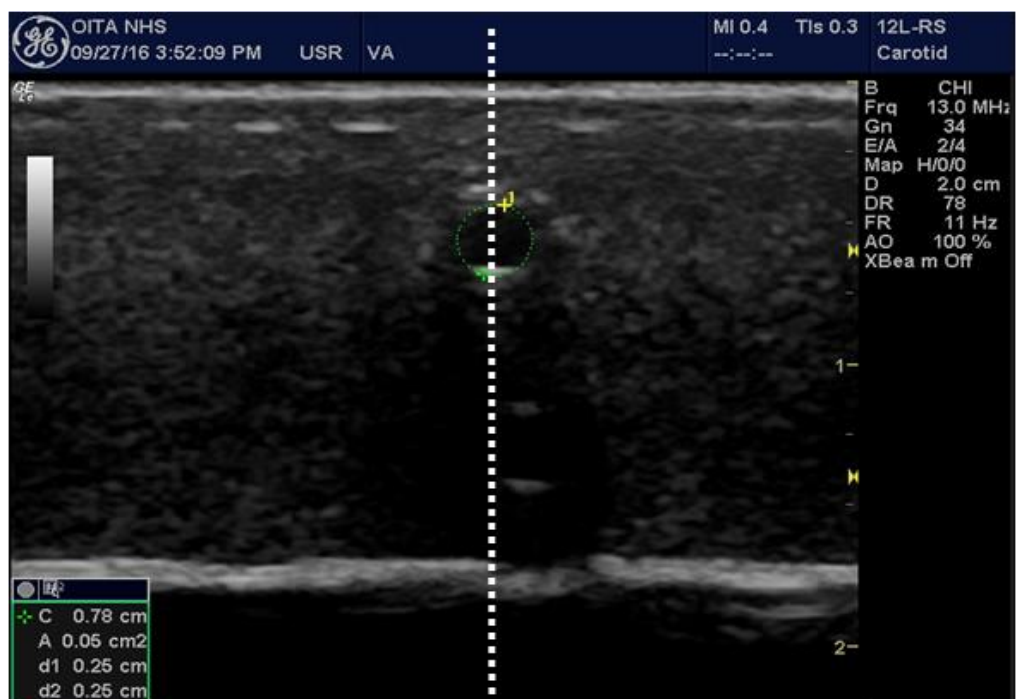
プローブの中央部分を示すエコー画面上に設置した白色の点線
